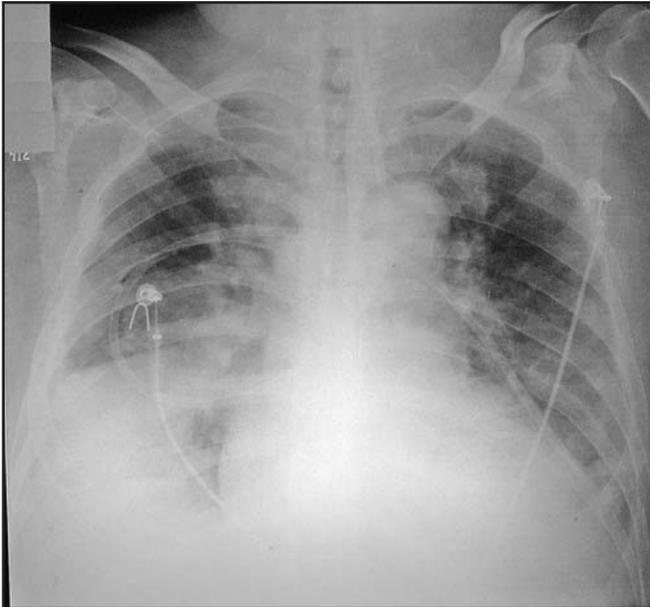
Radiografia de Tórax após Extubação Traqueal
